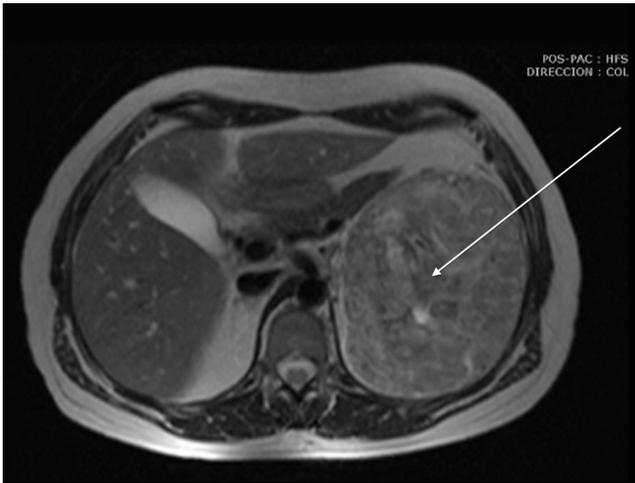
Imagen de resonancia nuclear magnética abdominal en la que se observa gran tumoración en hipocondrio izquierdo, indicada con una flecha.
